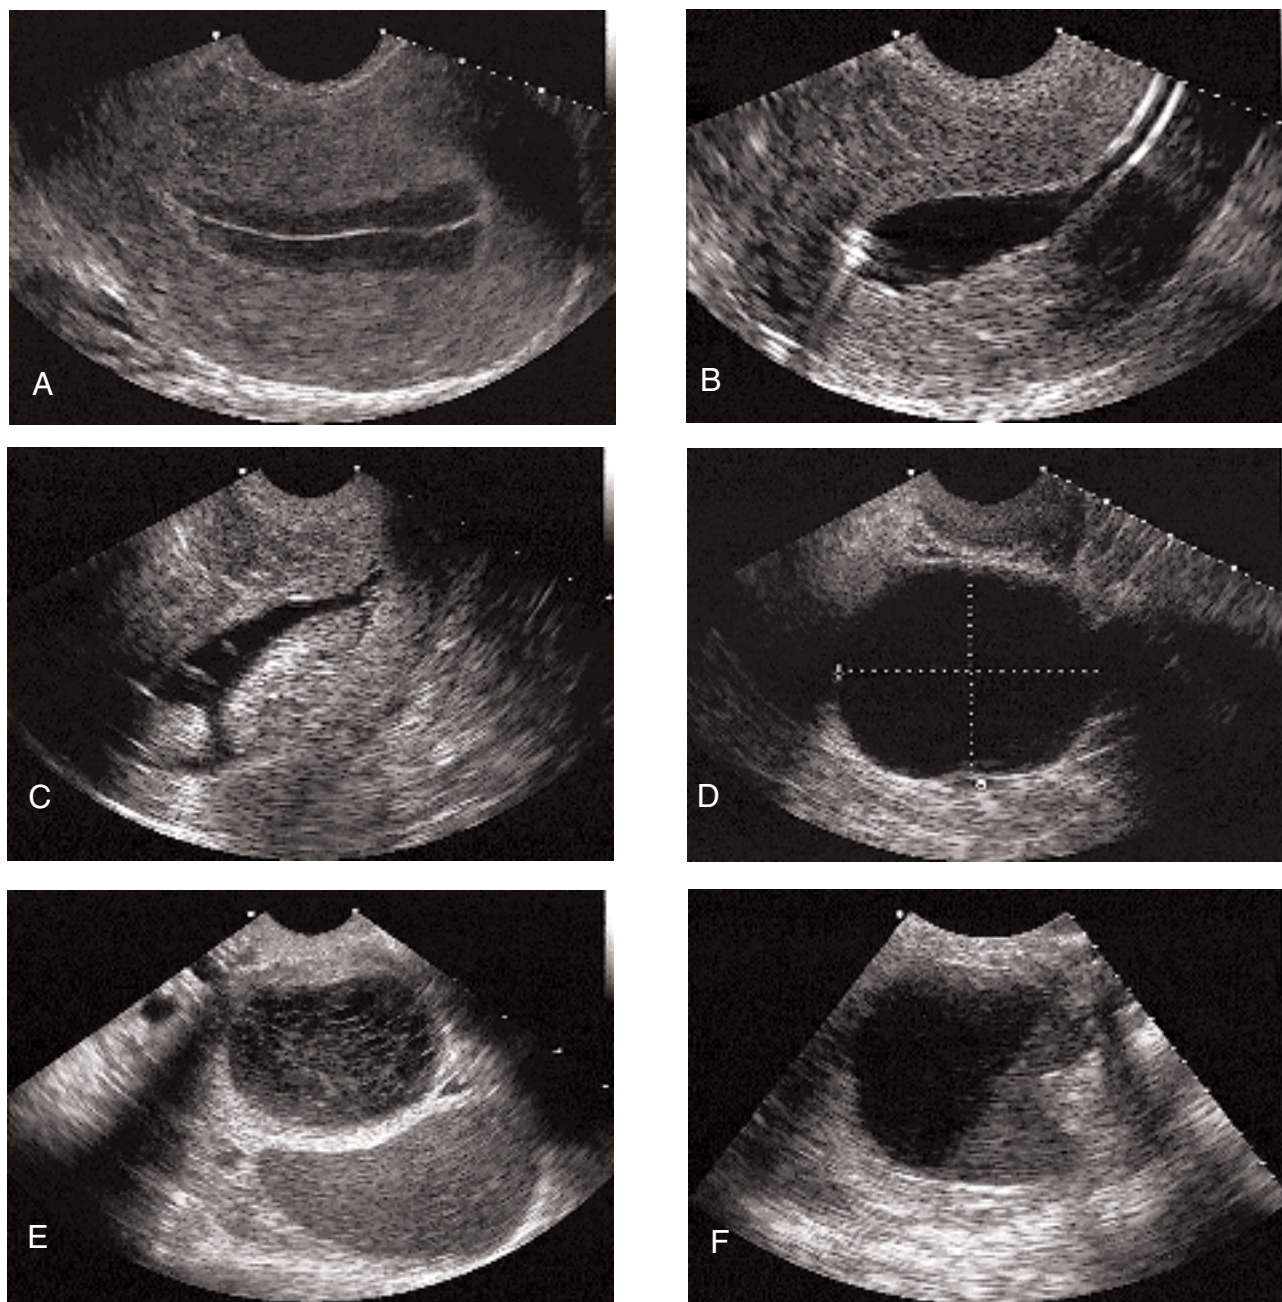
Exemples d'images échographiques du tractus génital. A, image d'utérus normal, en fin de phase folliculaire (endomètre en "grain de café"). B, hystérosonographie de contraste normale : cavité endométriale régulière. C, hystérosonographie de contraste mettant en évidence deux polypes endométriaux. D, kyste ovarien uniloculaire, liquidien pur, à parois lisses, sans végétation endokystique visualisée. E, image de kyste ovarien liquidien, de pattern réticulé compatible avec une hémorragie intrakystique récente. F, image de kyste ovarien uniloculaire, liquidien, avec visualisation d'une végétation intrakystique (droite de l'image), et d'un sédiment hyperéchogène suggestif d'une hémorragie intrakystique ancienne.
